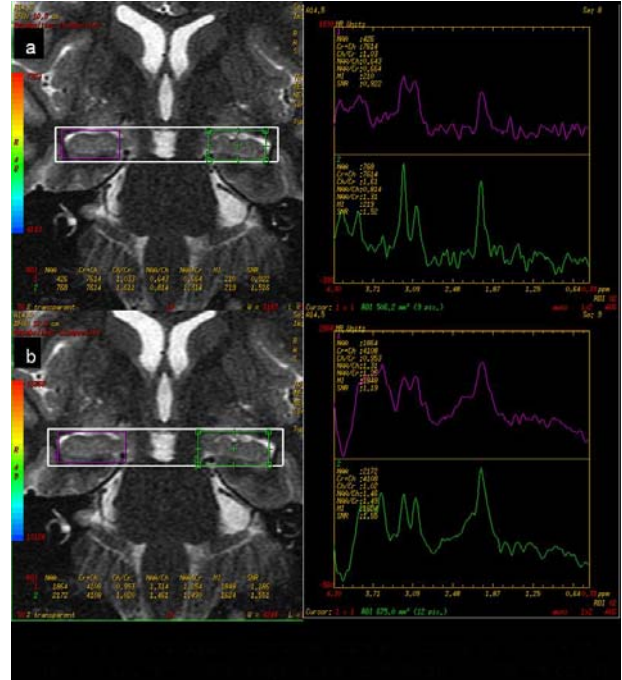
Epilepsi ön tanısıyla başvuran EEG'de sağa lateralize olgunun MRG'de koronal FSE-IR görüntülerde (a, b) sağ hipokampusda sinyal artışı ve MRS'de (c, d) (TE 135) sağda NAA/Cho ve NAA/Cr oranlarda kontrol grubuna göre azalma tespit edildi.
